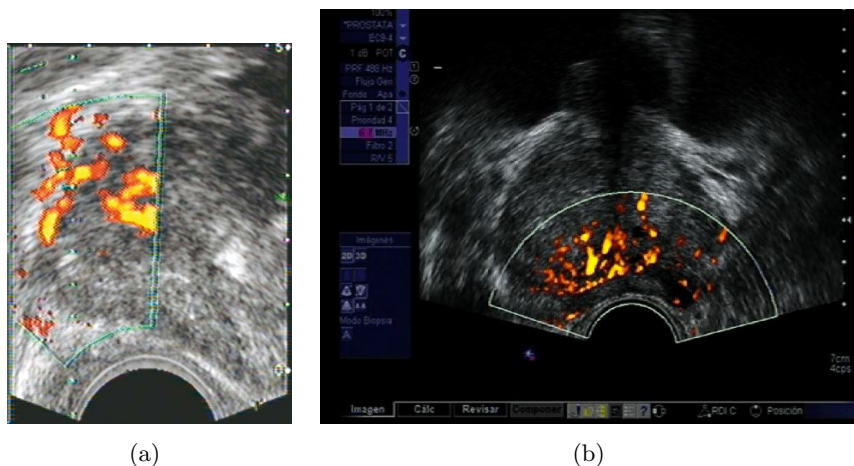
Echographie Doppler prostatique : (a) Cancer hypervascularisé, observé en coupe axiale, en mode Doppler. *Extrait de Boukadoum et al.* (b) Echographie Doppler prostatique. *Extrait de Delgado Oliva et al.*
